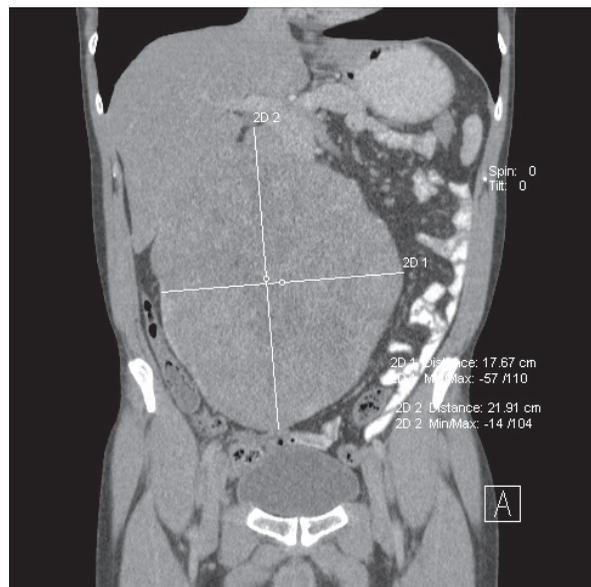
Imagem da TC pré-operatória - corte coronal.
